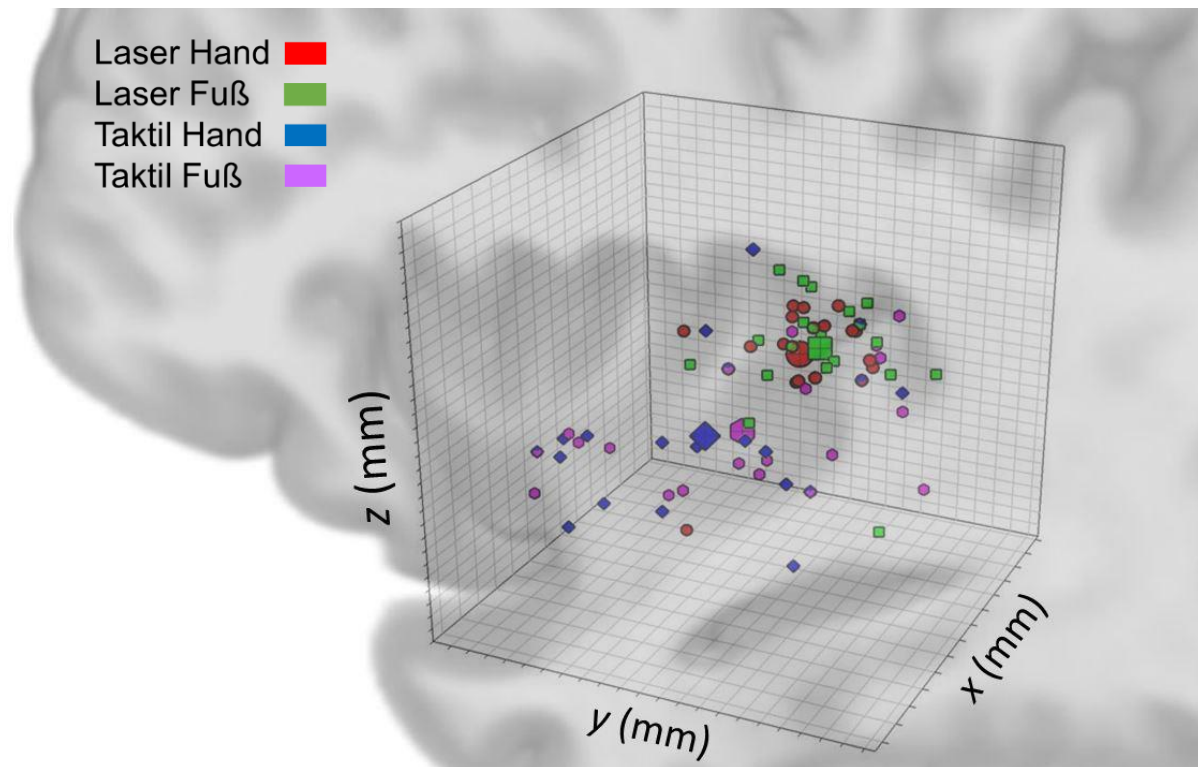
Koordinaten einzelner Versuchspersonen (kleine Symbole) sowie durchschnittliche Koordinaten (große Symbole) für die signifikantesten Voxel nach Stimulation von „Laser Hand“ (rot), „Laser Fuß“ (grün), „Taktile Hand“ (blau) und „Taktile Fuß“ (violett) in der linken (kontralateralen) hinteren Insula (ROI Analyse). Auflösung des 3D-Gitters: 2 x 2 x 2 mm. Projektion auf den strukturellen MRT-Scan einer Versuchsperson.
